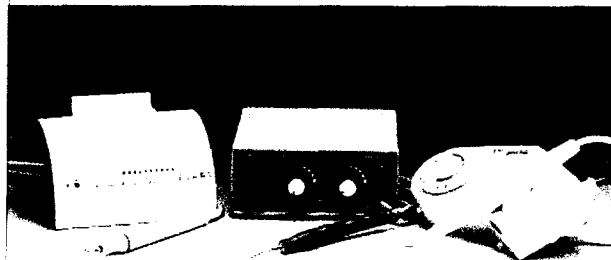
Différents unités ultrasoniques. (D'après KIM et al.2001)
